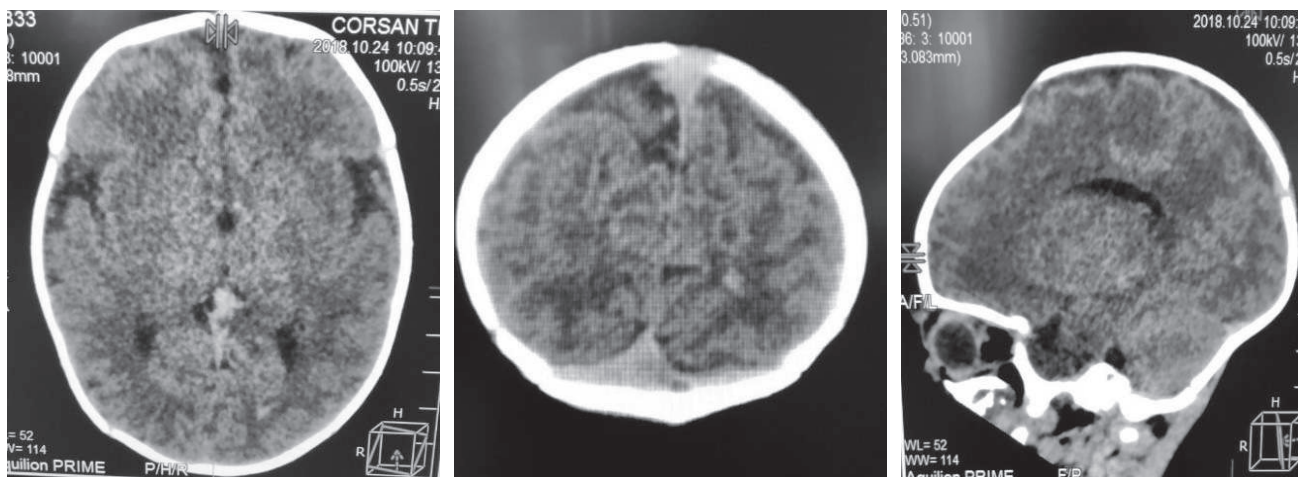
CT cerebral: Imbibiție hemoragică cerebrală dr.
